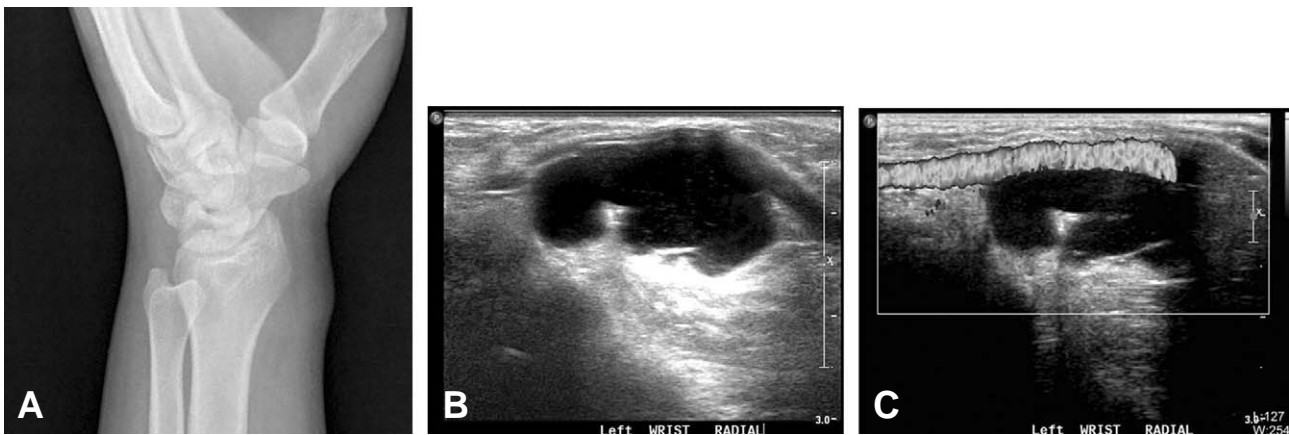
29 year old male patient was presented with a palpable painful soft tissue mass lesion at radial aspect of his left wrist. (A) About 2 cm sized soft tissue contour bulging was noted in the oblique view of the left wrist radial aspect. (B) 2 cm sized multilobulated multiseptated cystic mass lesion was seen in the bulging area, which showed internal homogenous hypoechoogenicity and posterior acoustic enhancement. (C) Color Doppler ultrasonography showed overlying radial artery on the cystic mass. It was confirmed a ganglion cyst during the operation field and the pathologic examination.
